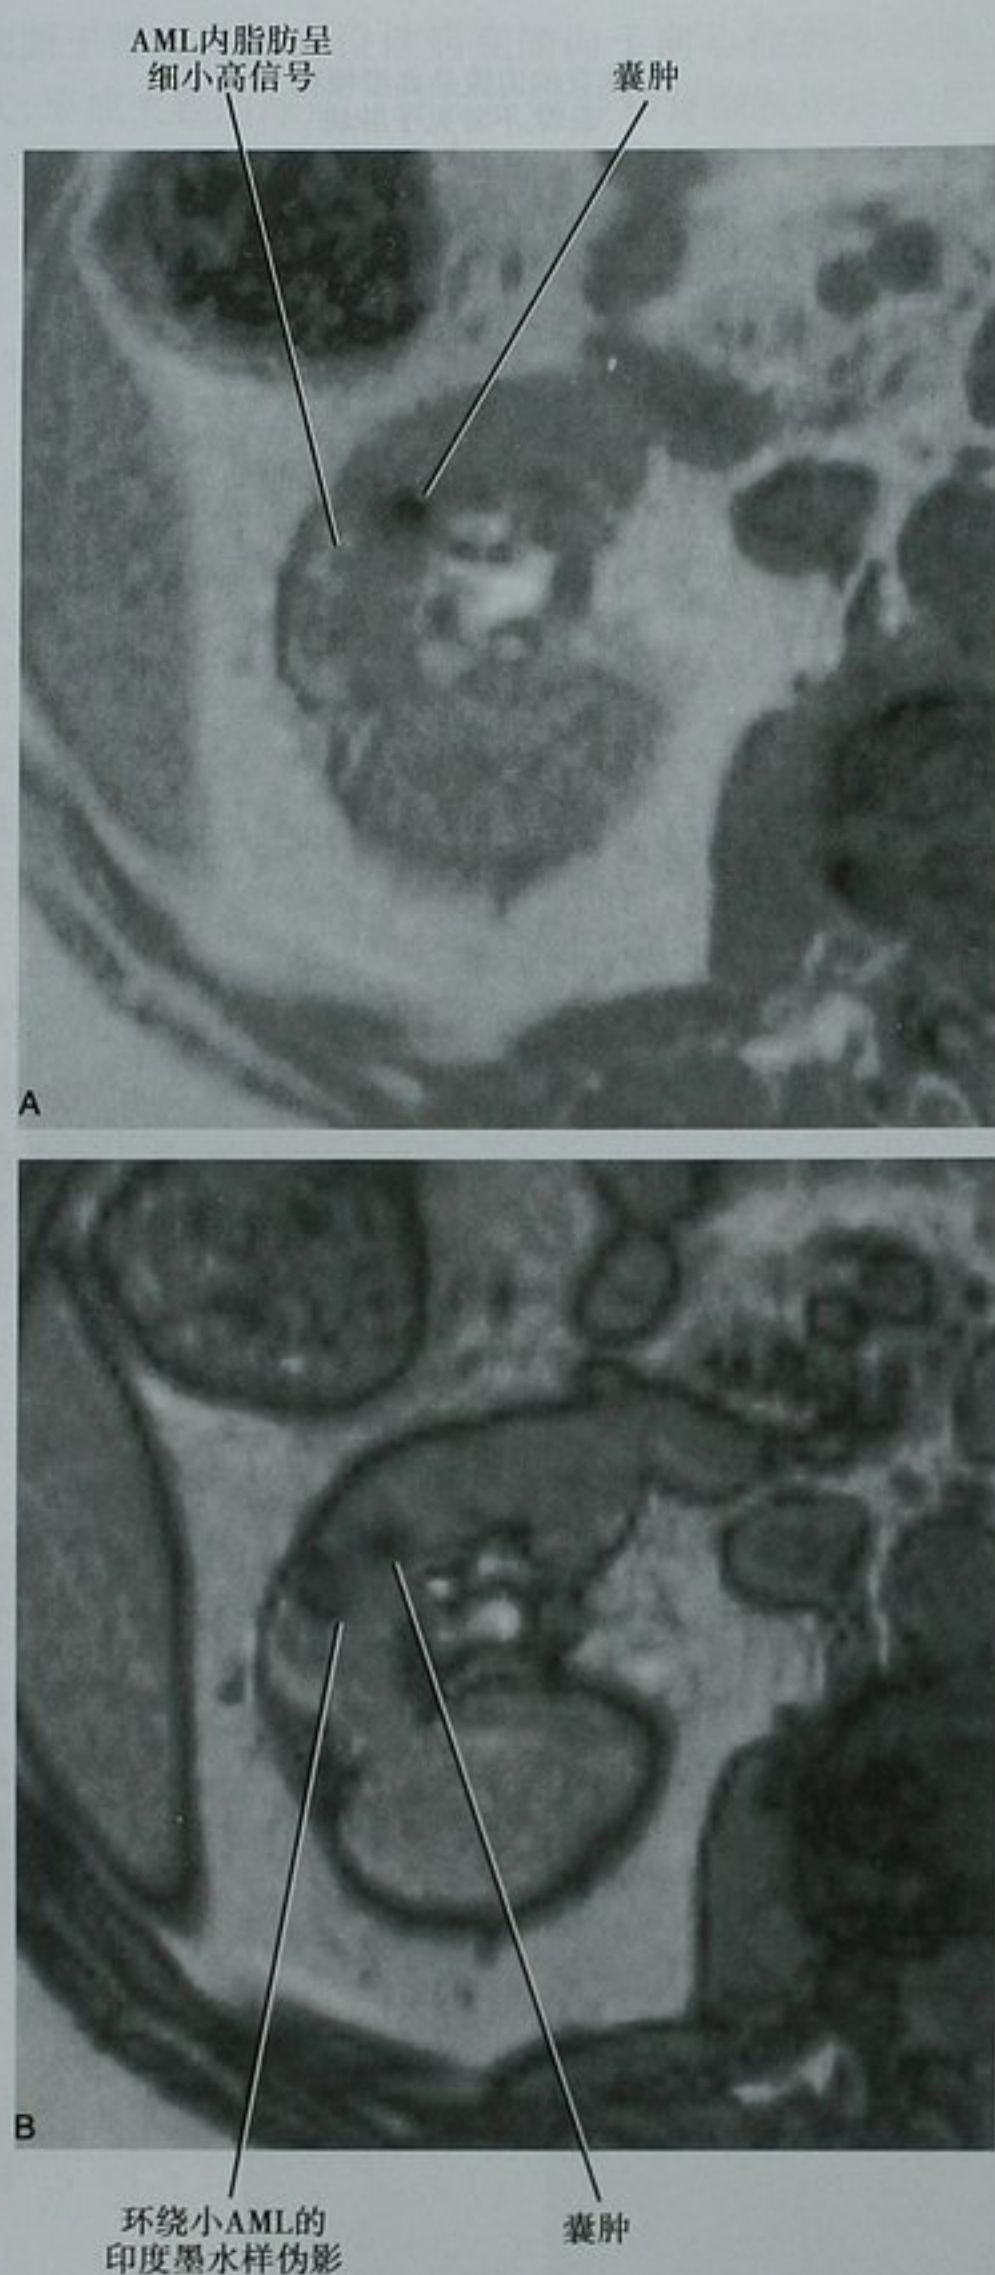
应用 MRI 定性小 AML。A. 同相位 T1WI 横断位图像显示右肾内细小高信号病灶; B. 反相位 T1WI 横断位图像显示病变周围印度墨水样伪影, 代表脂肪和液体界面(肾皮质)
